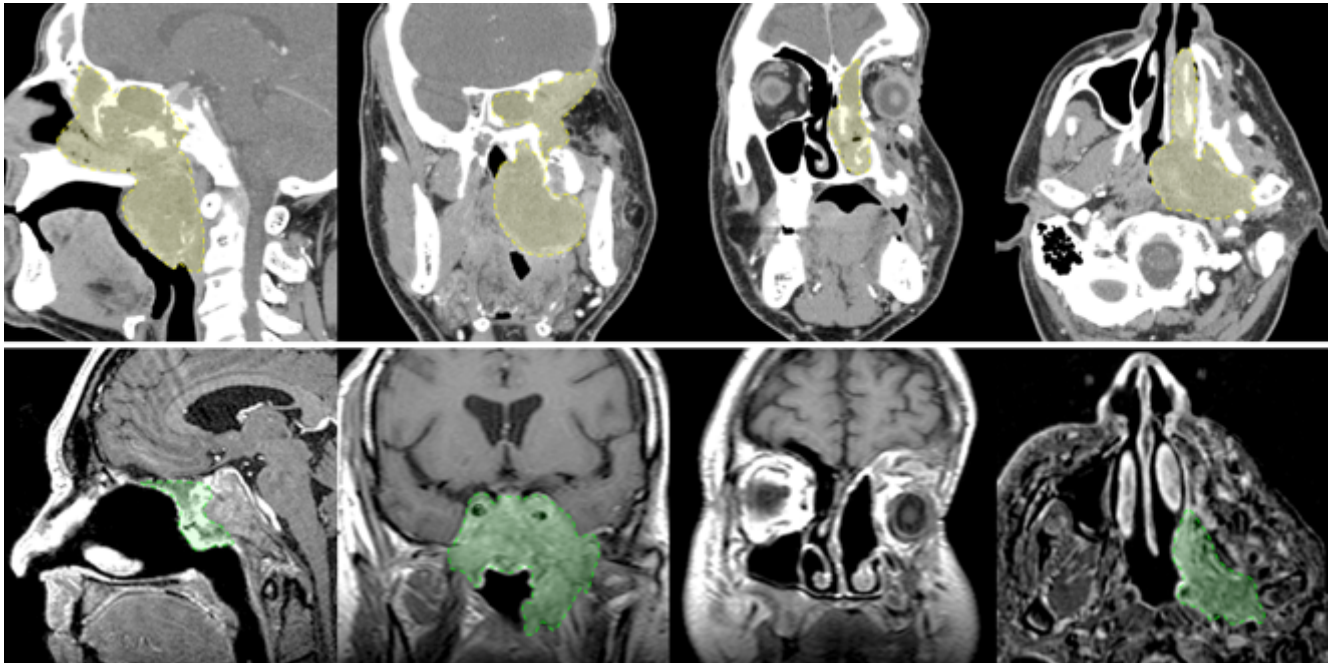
Наблюдение №7. Вверху: СКТ до операции. Внизу: МРТ с контрастным усилением через 7 лет после стереотаксического облучения. Желтым цветом обозначены контуры опухоли до операции, зеленым – после комбинированного лечения
